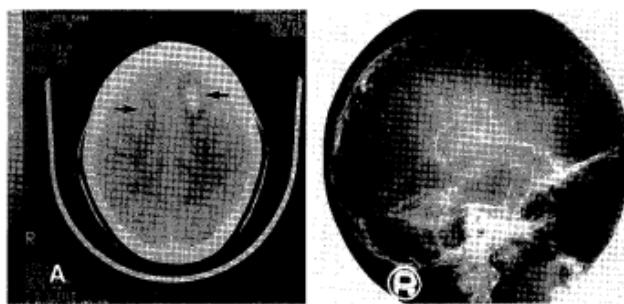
A:Precontrast CT scan shows areas of hemorrhagic infarction in the bilateral parasagittal frontal lobes(arrows). B:The lateral view of the right carotid angiogram shows nonfilling of the superior sagittal sinus during the venous phase(arrows).
